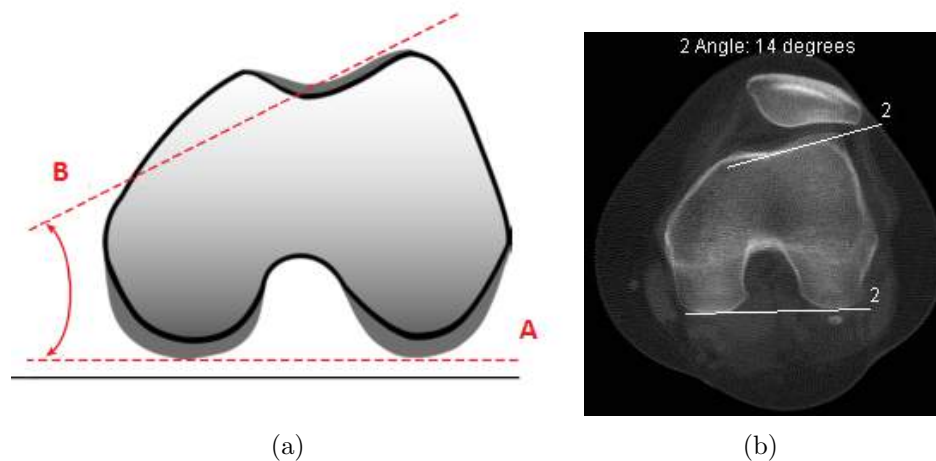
Medição do ângulo da vertente externa do côndilo femoral: (a) Representação esquemática para a realização da medição do ângulo, retirado de [11]; Medida do ângulo de vertente externa em imagem TC.
